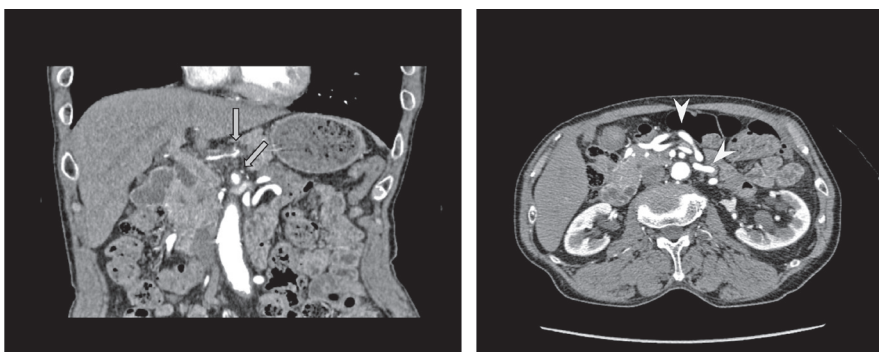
胸腹部造影CT検査：腹腔/上腸間膜動脈起始部に狭窄(➡)あり代償性に下腸間膜動脈分枝の発達(➤)あり。
